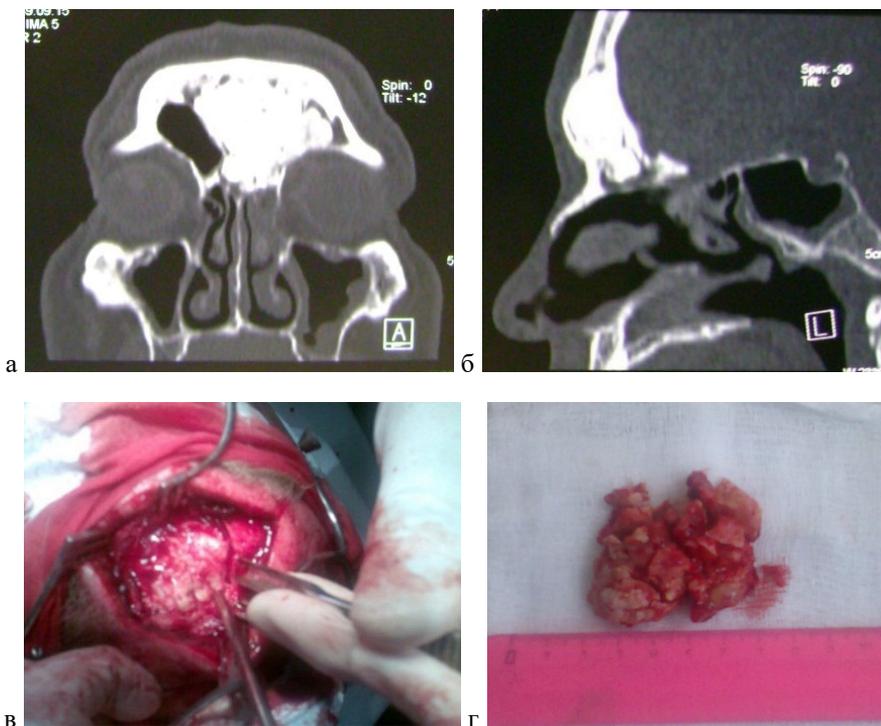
КТ черепа: а – аксиальная проекция; б – сагиттальная проекция (остеома левой лобной пазухи занимающая всю ее полость); в – остеома левой лобной пазухи занимающая всю ее полость (фото); г – остеома после ее удаления (фото).
